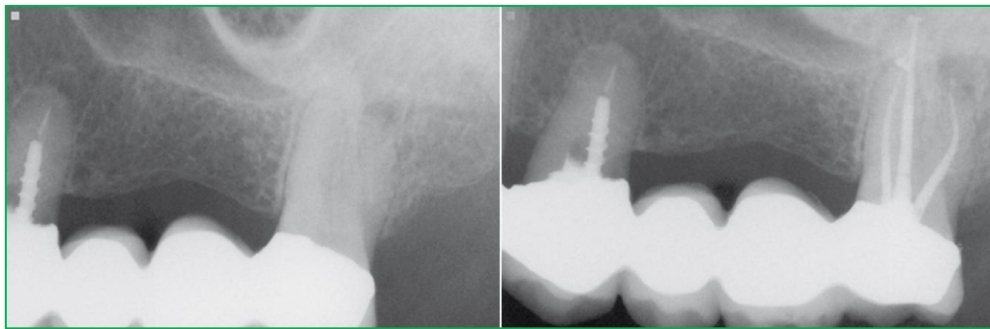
MOLAR CON LESIÓN PERIAPICAL, PILAR DE PRÓTESIS FIJA AL QUE SE LE REALIZO TRATAMIENTO DE CONDUCTOS.
